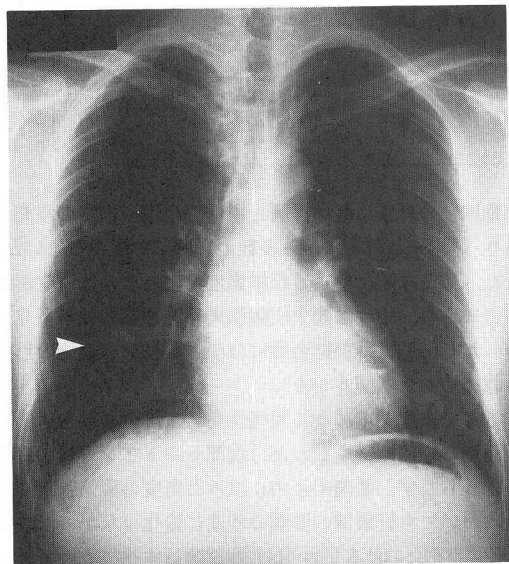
入院40日後の胸部X線写真。右中肺野 (S⁵) に腫瘤状陰影が認められる。
